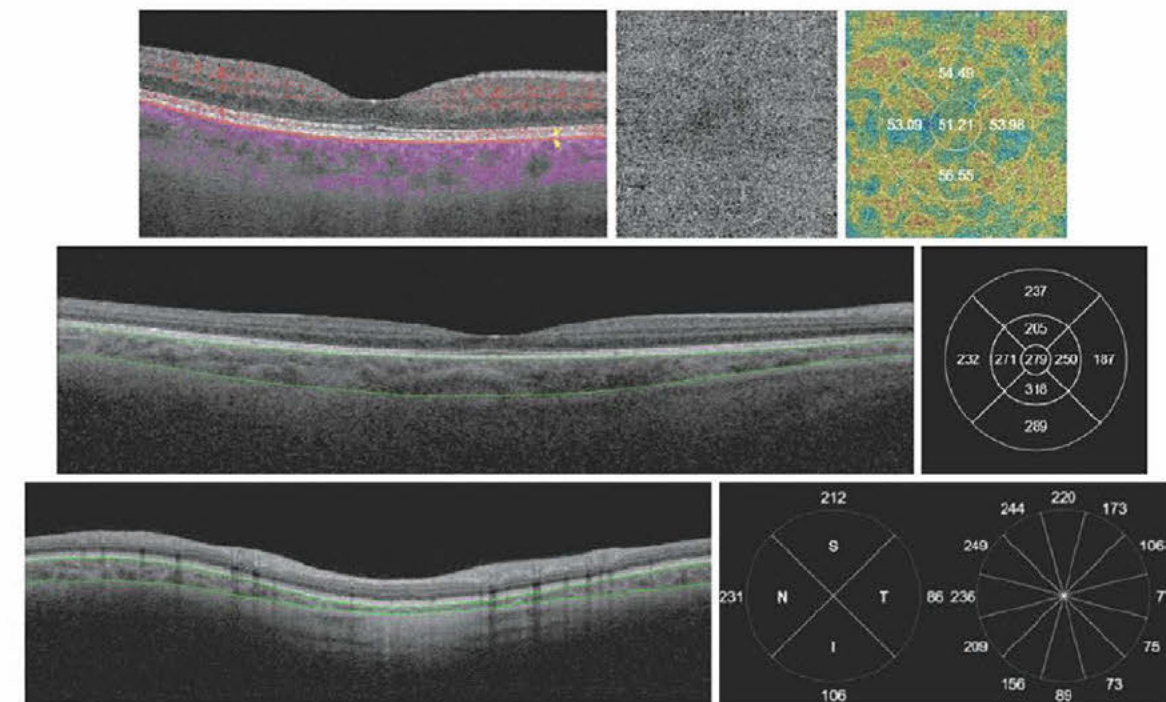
Imaging of choriocapillaris (CC) and choroidal thickness (ChT) using swept source optical coherence tomography. (Top) B-scan (yellow arrows point to the segmentation lines), en face, and density map visualization of macular CC. (Middle) Macular ChT was measured from Bruch's membrane (BM) to the choroid-sclera interface (CSI) in the 9 sectors of the early treatment retinopathy study grid. (Bottom) Peripapillary ChT was measured from BM to CSI in 4 quadrants and 12 clock-hour sectors.
